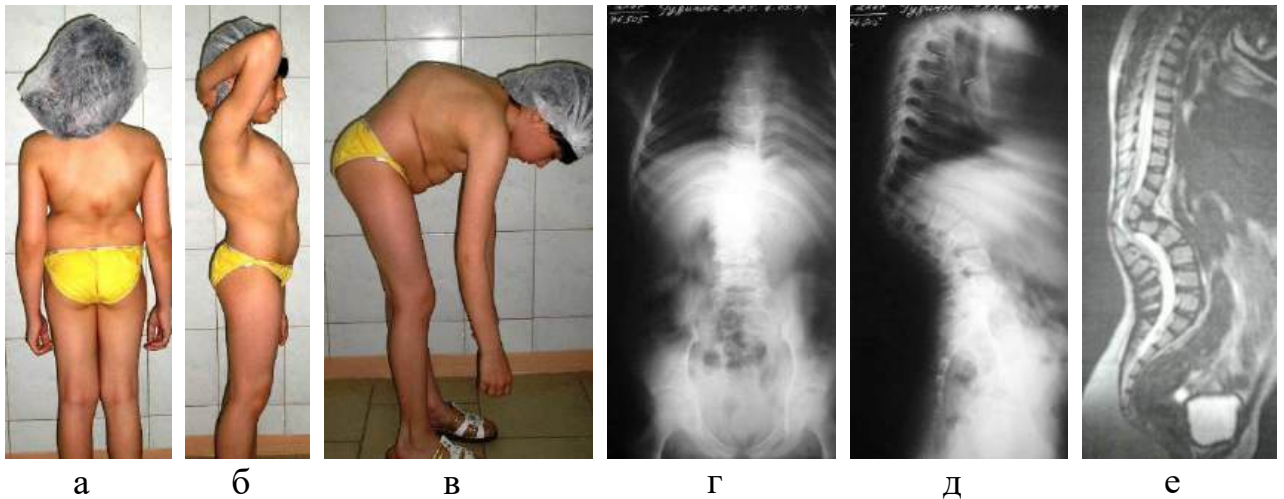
Фотовідбитки та рентгенограми пацієнтки Г. до хірургічного втручання:
